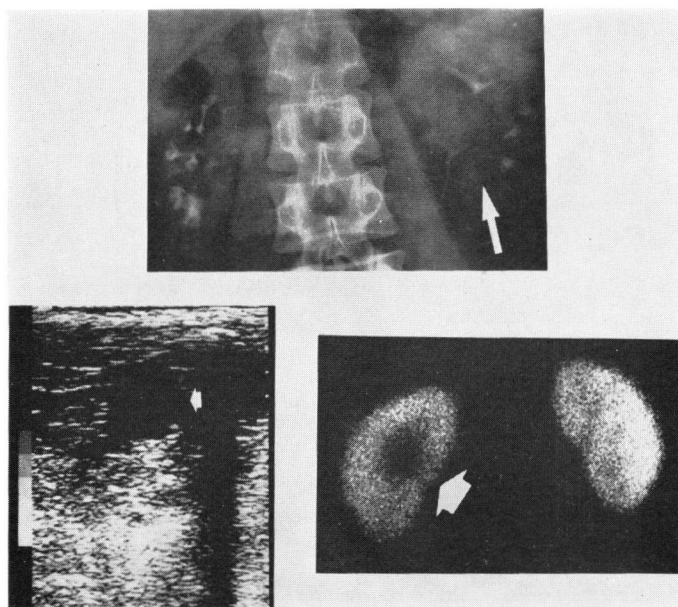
IVP, renal scintigram, and ultrasonography in case 3.
